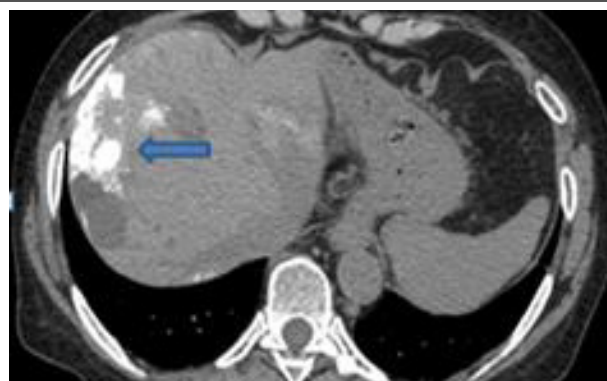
TAC simple, control inmediato post Quimioembolización convencional (TACE).
